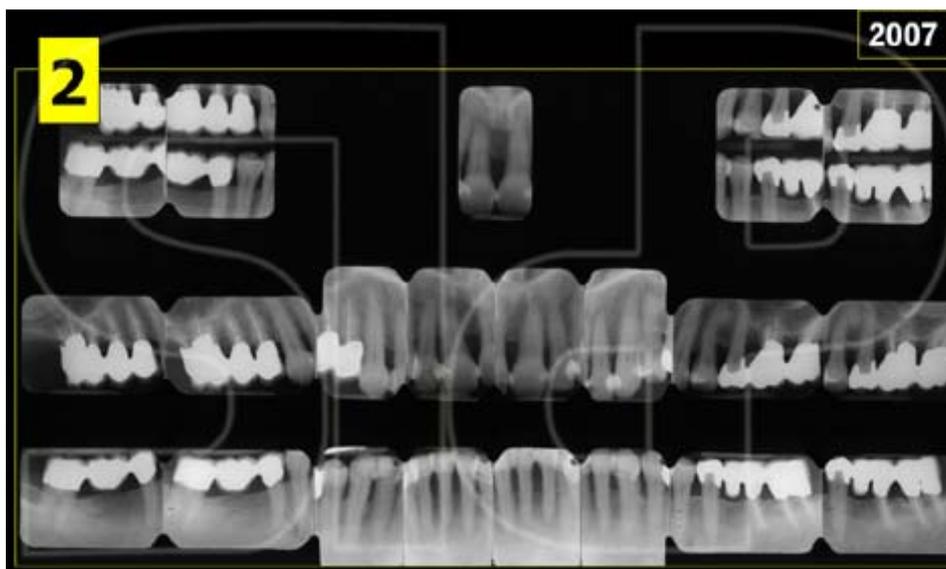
Status radiografico a 10 anni dal termine della terapia che mostra stabilità dei risultati ottenuti.
